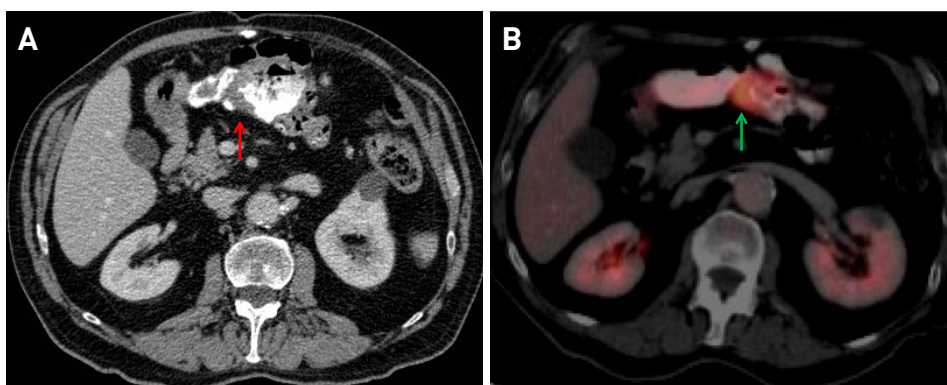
Recidiva tumoral en la anastomosis íleo-cólica. Imágenes de TC (A) y PET-TC (B). Leve engrosamiento en la anastomosis íleo-cólica poco específica en la TC [flecha roja] en paciente con antecedente de hemicolectomía derecha por cáncer de colon, pero con captación aumentada de FDG en la PET-TC [flecha verde], que se confirmó como recidiva tumoral en la anastomosis.
